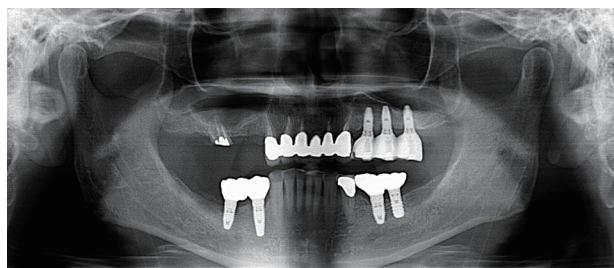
Initial Panoramic Radiograph. (Provided by the referring clinic)
